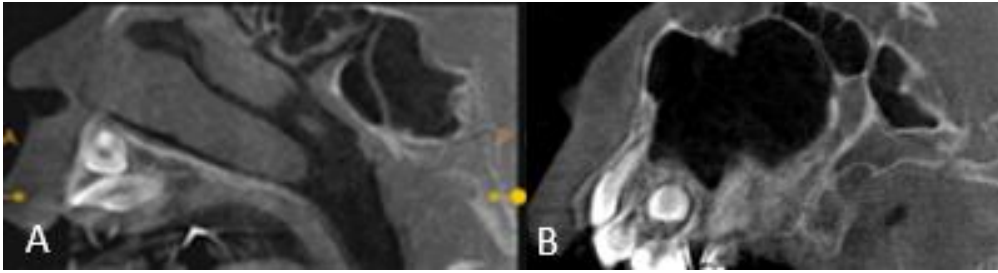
Tomografía Computarizada (Cone Beam). A) y B) Corte sagital de maxilar superior donde se aprecia posiciones de central y canino. Fuente propia.
